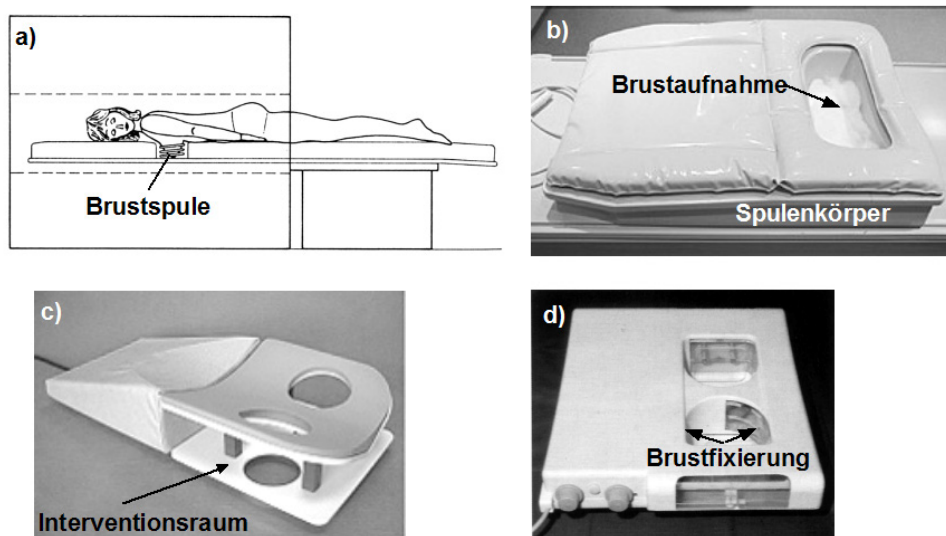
Bilaterale Brustspulen für die MR-Mammographie: a) Prinzip der Brustspule für die Untersuchung in Bauchlage, b) Brustspule (Philips), c) Brustspule (MRI Devices) mit Interventionszugang, d) Brustspule (Siemens) mit lateraler Brustfixierung.
